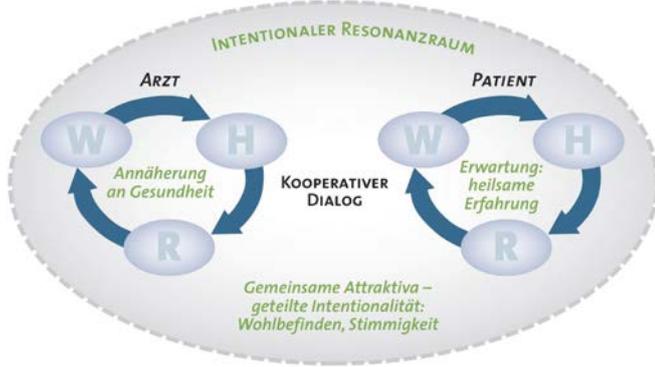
Durch eingehende Kommunikation wird ein Intentionaler Resonanzraum hergestellt, der zu einer kokreativen Kooperation führt.
